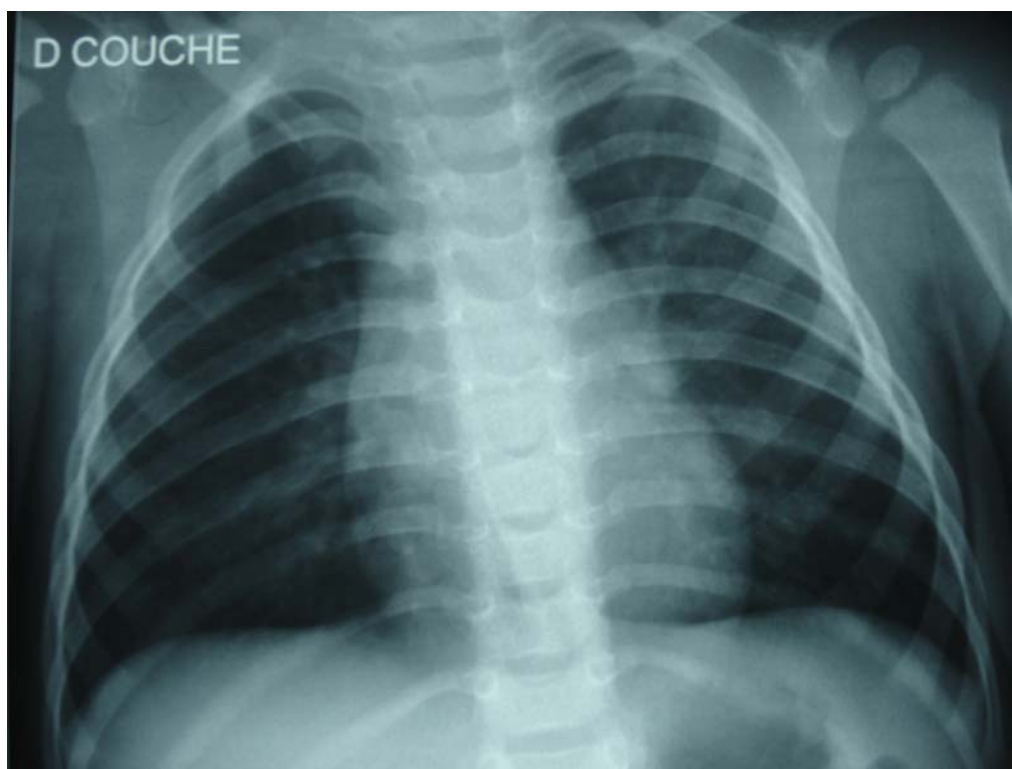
Radiographie thoracique de Lucas C. de face faite lors de sa première hospitalisation pour dyspnée sifflante le 14 septembre 2004, ne montrant pas d'anomalie.
